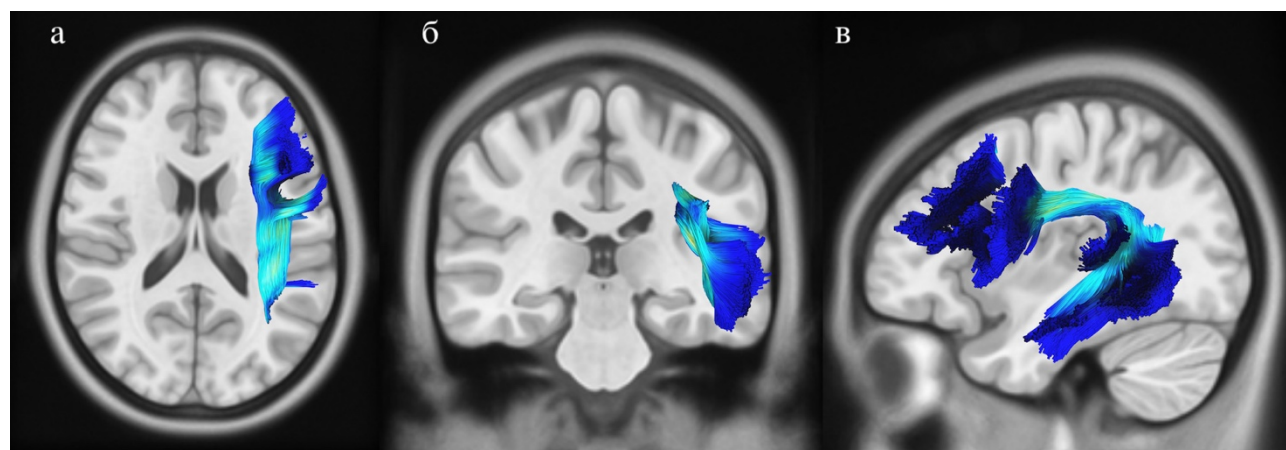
Абсолютная разница результатов диффузионной МРТ белого вещества, полученная субтракцией метрик группы контроля из группы пациентов с химическими зависимостями.
